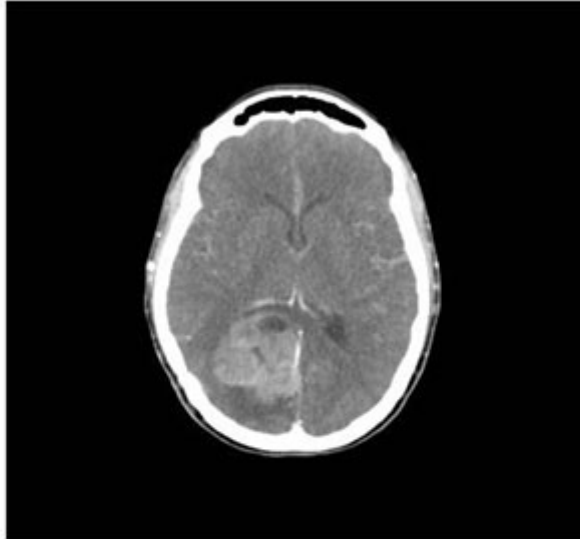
TC de cráneo contrastada, corte axial. Se aprecia la lesión anteriormente reportada en la TC simple que capta contraste con el estudio EV.
